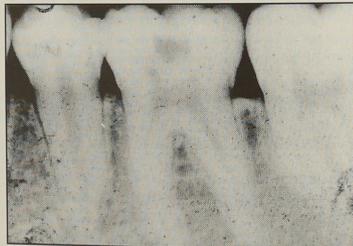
Radiografía periapical preoperatoria. Evidencia la zona radiolúcida, de caries, vecina al límite amelodentinario
